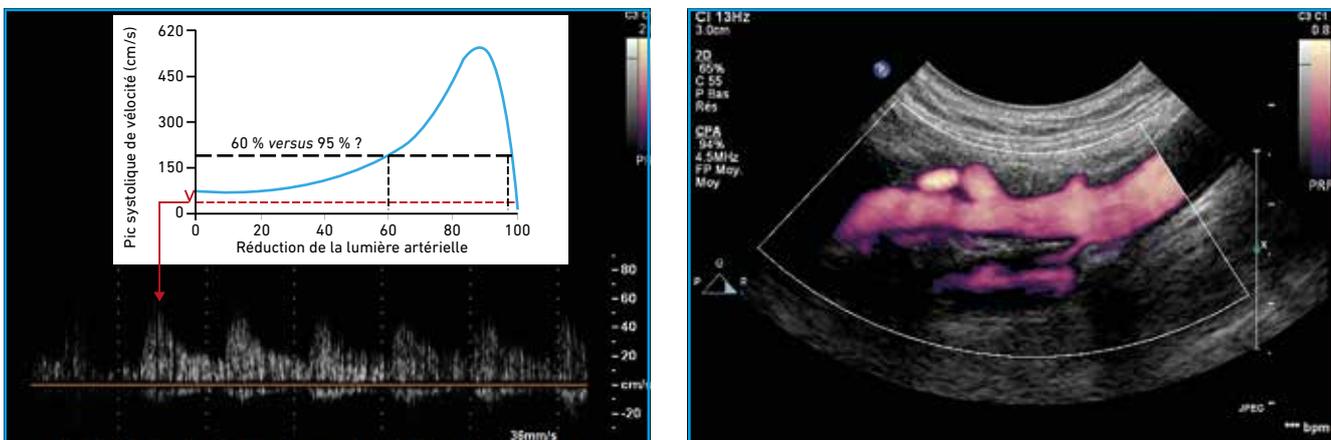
Sténose préocclusive de la carotide interne. En Doppler pulsé (à gauche), les vitesses sont effondrées (40 cm/s).
